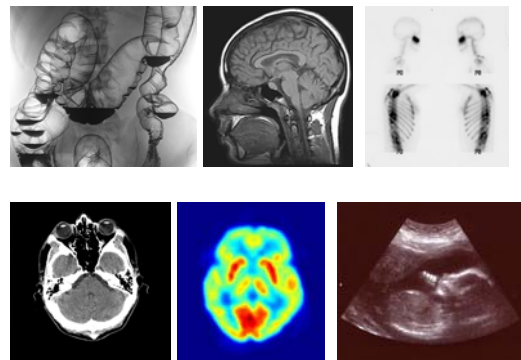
Imatges mèdiques: a) Fluoroscòpia, b) Ressonància magnètica, c) Medicina nuclear, d) Tomografia Computacional, e) Tomografia per emissió de positrons i f) ultrasons
